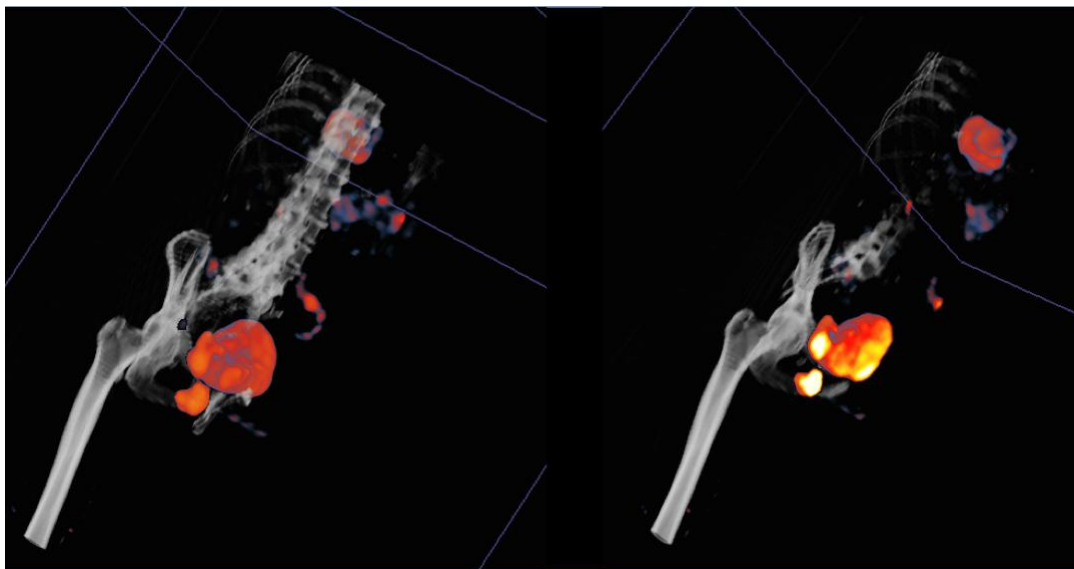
Vistas recortadas do estudo PET/CT após reconstrução 3D.
